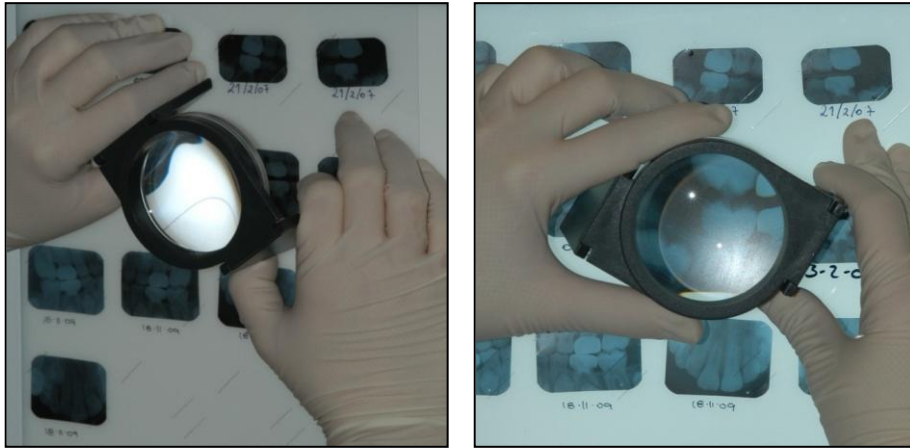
Lectura de las radiografías sobre negatoscopio y con lupa marca Eschenbach®, Germany, de 2,5 aumentos.
